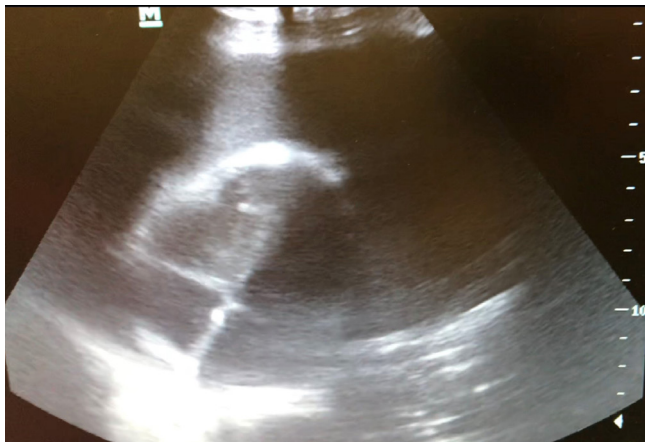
Ultrasonido realizado en sala de Urgencias, demostrando el corazón nadando "Swimming heart".
